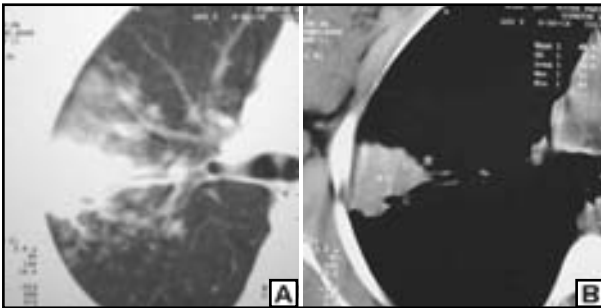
Disseminação linfática. Em "A", TC registrada em janela de parênquima demonstra opacidades de limites imprecisos localizada no lobo superior direito, exibindo disseminação linfática local em direção ao hilo pulmonar, também visualizada na janela mediastinal ("B").
